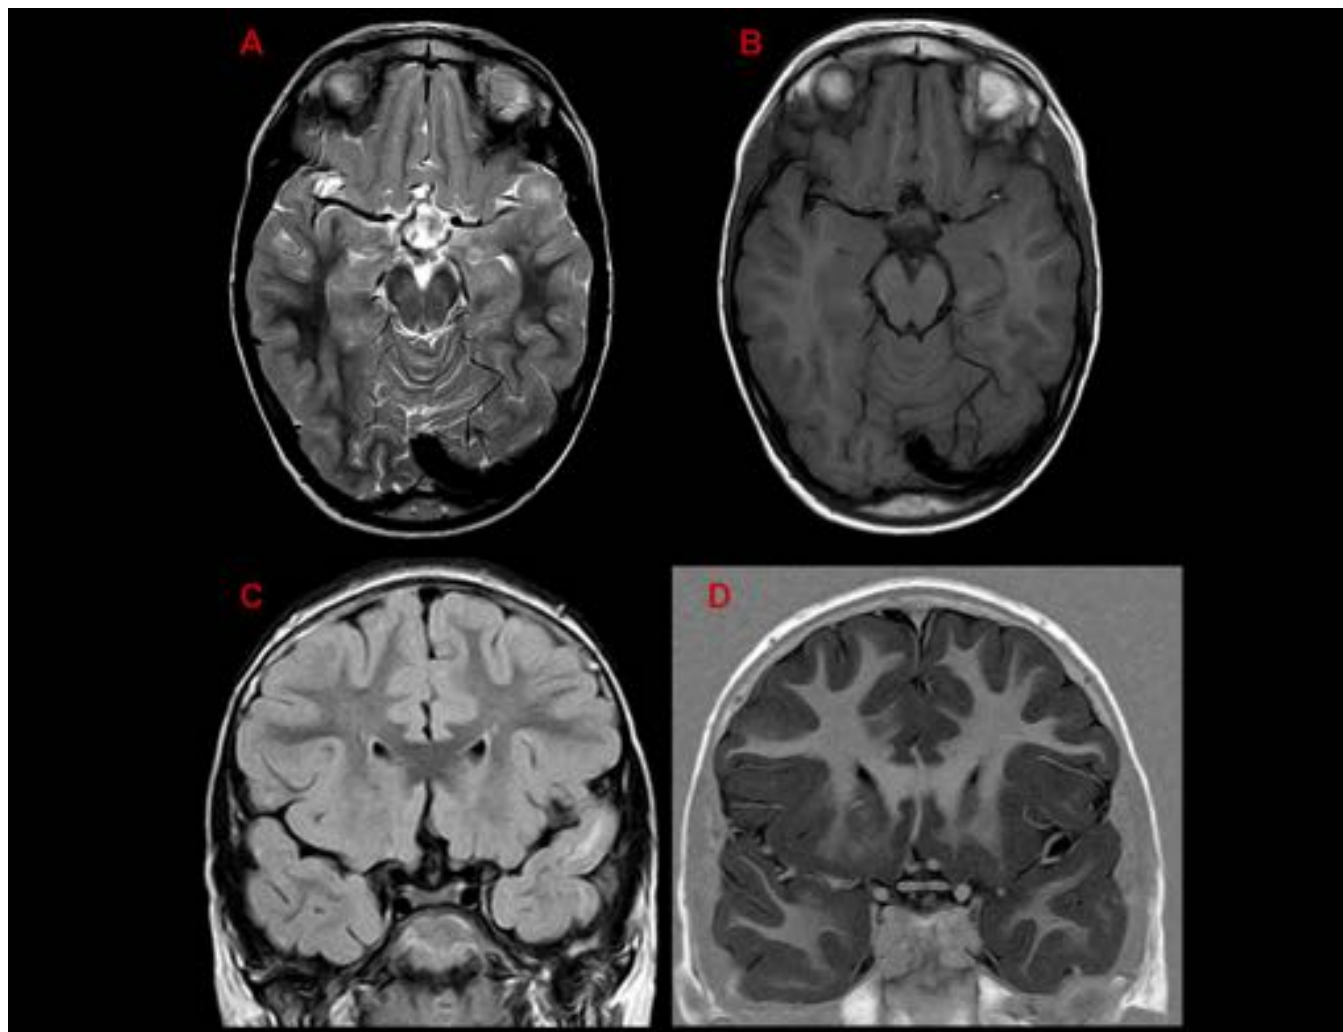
FIGURA 3. A: Axial T2. B: Axial T1. C: Coronal FLAIR. D: Coronal IR. Leve atrofia-hipoplasia segmentaria en el gyrus temporal superior izquierdo asociada a un aumento tenue de señal en T2 y FLAIR de la sustancia blanca yuxtacortical. Compatible con DCF tipo Ia.
